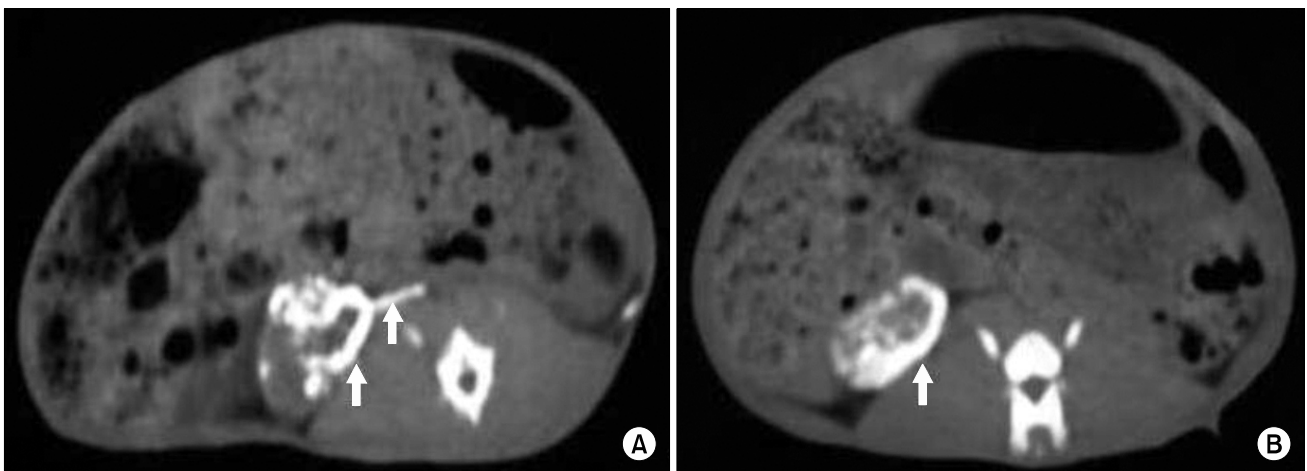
After embolization, pre-contrast CT scans show linear and nodular radiopaque embolic casts and lipiodol flecks (arrows) in the main renal artery and kidney of group A (A), and circumferential lipiodol flecks (arrow) were seen in the kidney, mainly at the cortex of group B (B).
